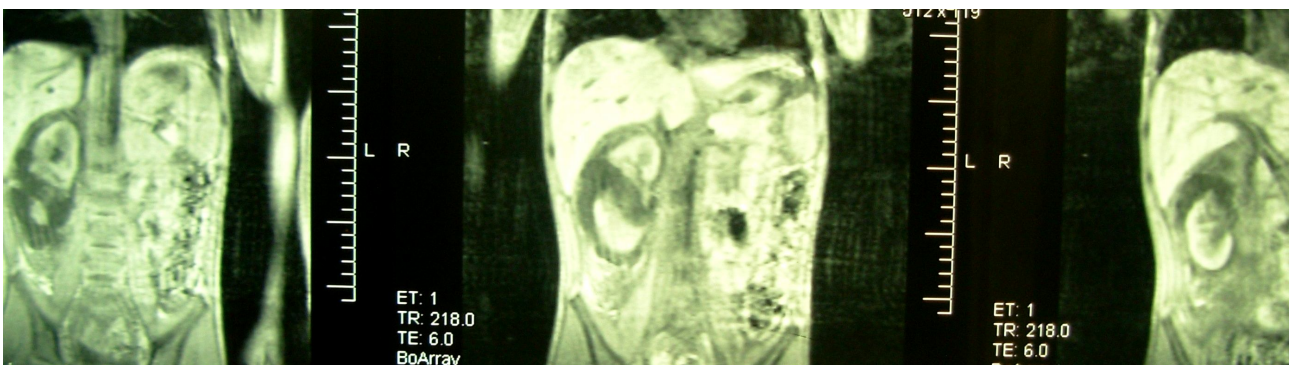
МРТ дитини 5 років із закритою травмою нирки в хлопчика 5 років
